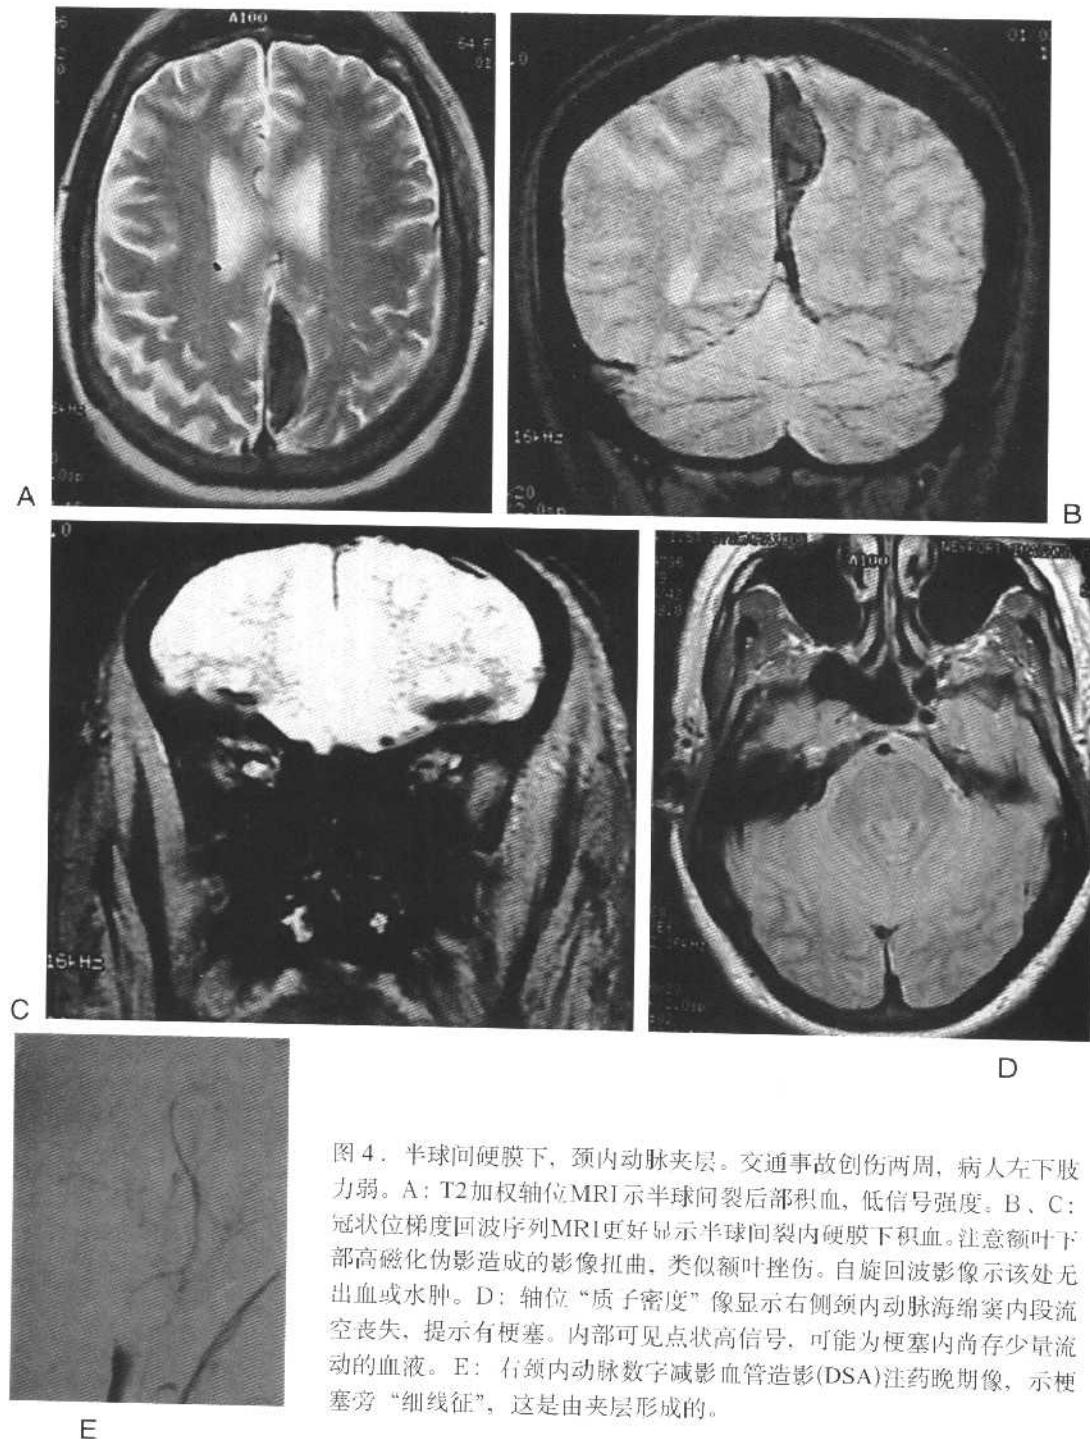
半球间硬膜下、颈内动脉夹层。交通事故创伤两周，病人左下肢力弱。A：T2加权轴位MRI示半球间裂后部积血，低信号强度。B、C：冠状位梯度回波序列MRI更好显示半球间裂内硬膜下积血。注意额叶下部高磁化伪影造成影像扭曲，类似额叶挫伤。自旋回波影像示该处无出血或水肿。D：轴位“质子密度”像显示右侧颈内动脉海绵窦内段流空丧失，提示有梗塞。内部可见点状高信号，可能为梗塞内尚存少量流动的血液。E：右颈内动脉数字减影血管造影(DSA)注药晚期像，示梗塞旁“细线征”，这是由夹层形成的。
